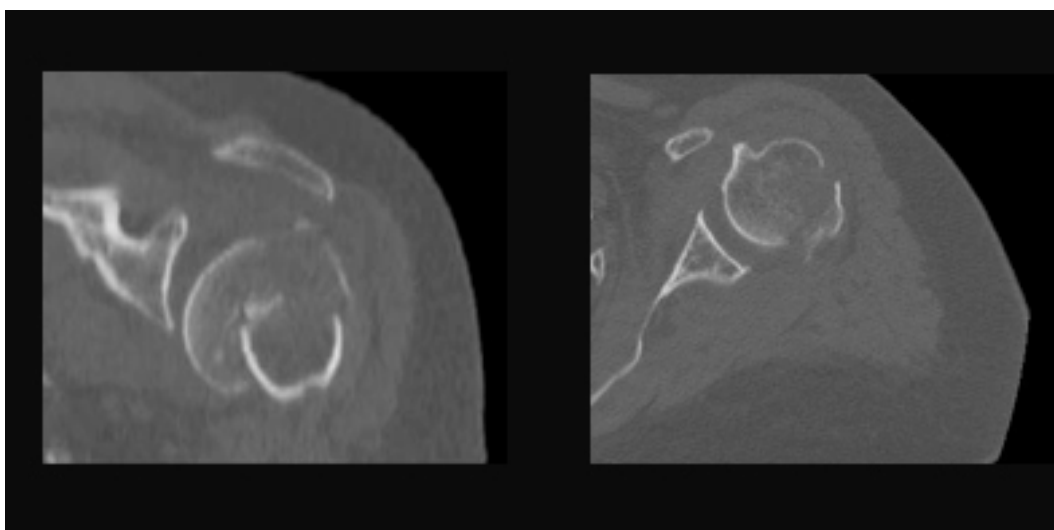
bis. Visions coronal i axial de la TC d'una fractura 3p var
